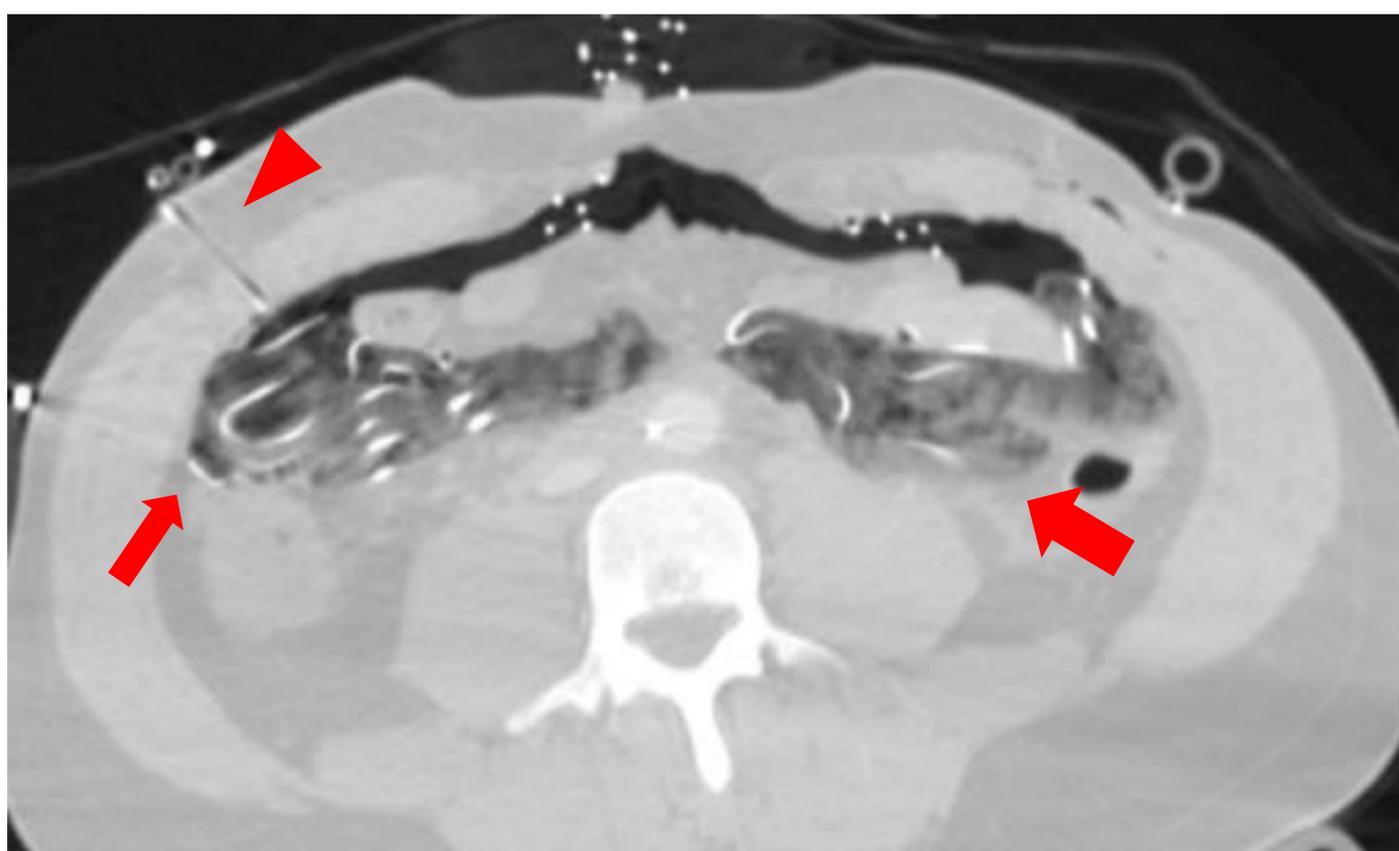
TC abdominopélvica en fase venosa con cambios postquirúrgicos, presencia de “packing” intrabdominal ( flechas rojas) y catéter de drenaje (cabeza de flechas).
